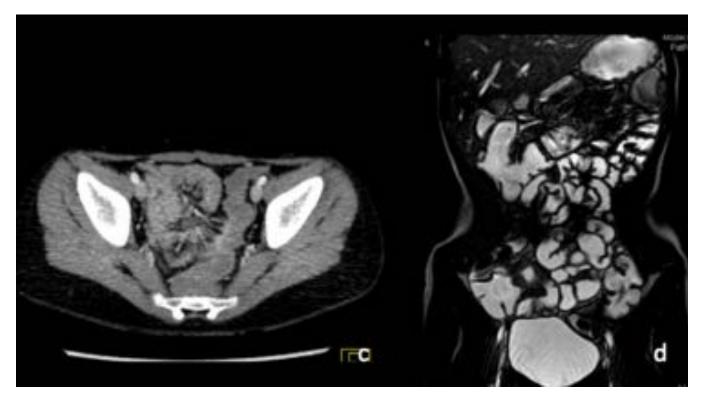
c) Corte axial de TC abdominal con contraste i.v. En fase tardía. Apriecese el realce de la ingurgitación vascular mesentérica así como el realce mural intestinal. d) Adquisición coronal de la secuencia BFFE con contraste isosmolar oral. Engrosamiento parietal del segmento terminal del Íleon.
